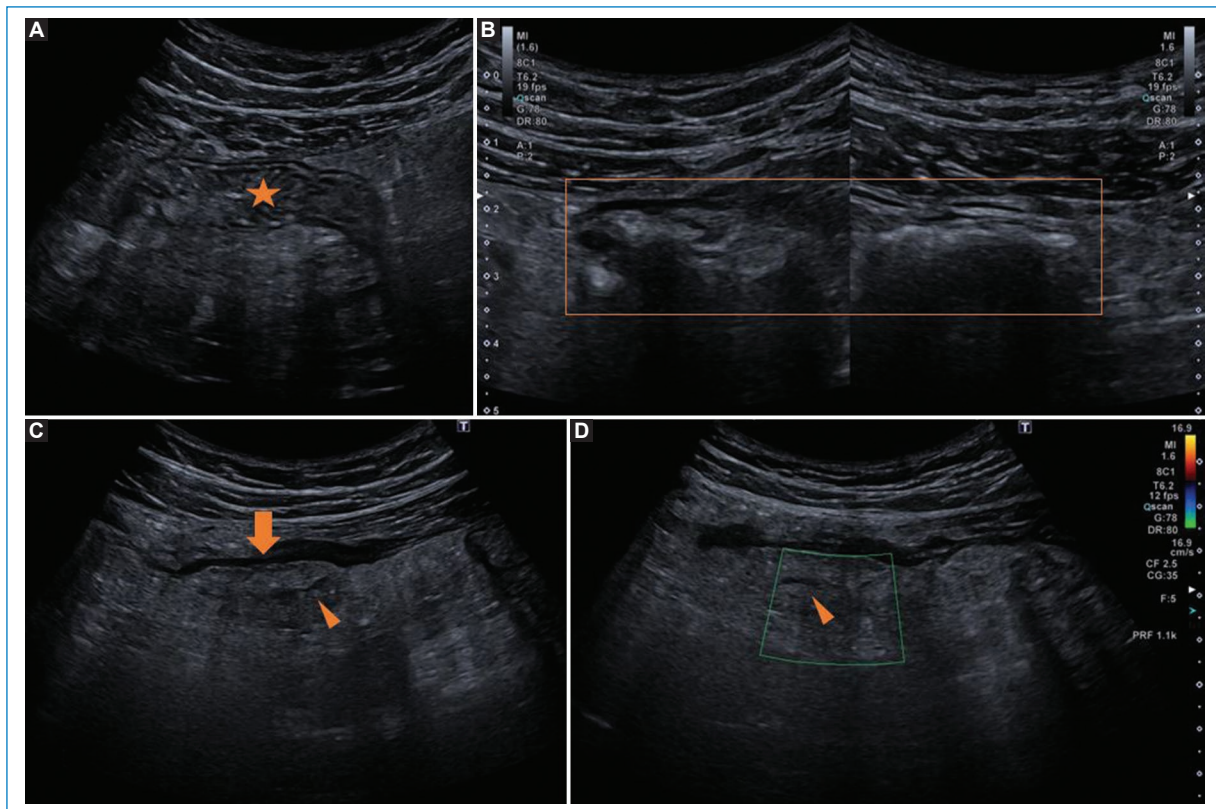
Varón de 47 años derivado a urgencias por su médico de atención primaria por dolor punzante en hemiabdomen izquierdo desde hace 4 días, que cede parcialmente con Nolotil. Sin diarrea ni estreñimiento, ni náuseas ni vómitos. Abdomen globuloso y distendido, poco depresible, doloroso en flanco y hemiabdomen izquierdo, Blumberg negativo, timpanismo y peristaltismo algo aumentado. En la analítica destaca una leve leucocitosis (12.400 leucocitos, neutrófilos 7.500, linfocitos 3.000, monocitos 1.600), con resto de analítica normal. A-D: se realiza ecografía abdominal, objetivándose asas intestinales normales (estrella) y marco cólico sin divertículos (cuadrado), con cambios inflamatorios de la grasa adyacente a sigma (flecha), sin vascularización Doppler y con una línea hipocogénica central (punta de flecha), compatible con apendagitis epiploica.
